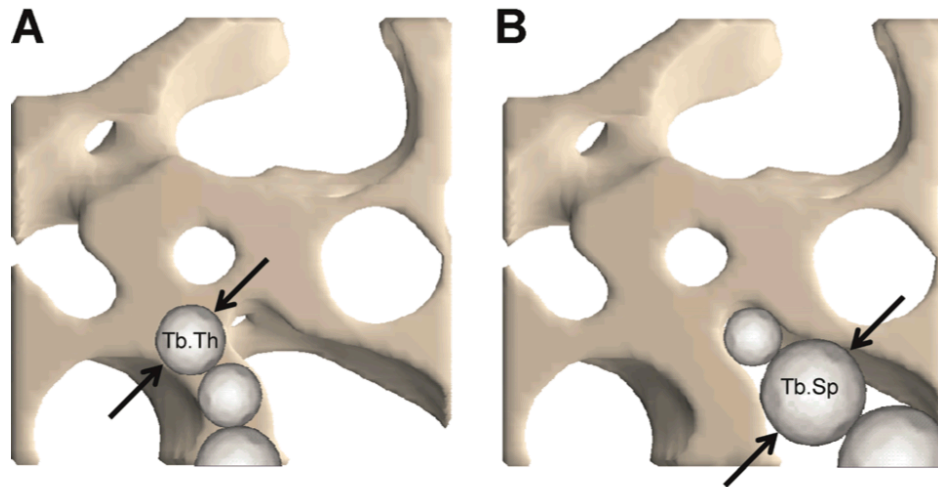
Representación esquemática del algoritmo utilizado para el método directo de 3D para calcular el grosor trabecular (A) y la separación (B). Las distancias 3D se calculan por el ajuste esferas dentro de la estructura (es decir, para evaluar el promedio del grosor trabecular) o dentro y al fondo (espacio de la médula, es decir, para evaluar el promedio de la separación trabecular). El diámetro medio de las esferas representa el espesor del objeto, y la desviación estándar del diámetro representa la variabilidad en el espesor del objeto. (Imagen obtenida del artículo *Guidelines for bone microstructure assessment using μ CT* -cortesía de Andrés Laib, PhD, Scanco Medical AG-).
